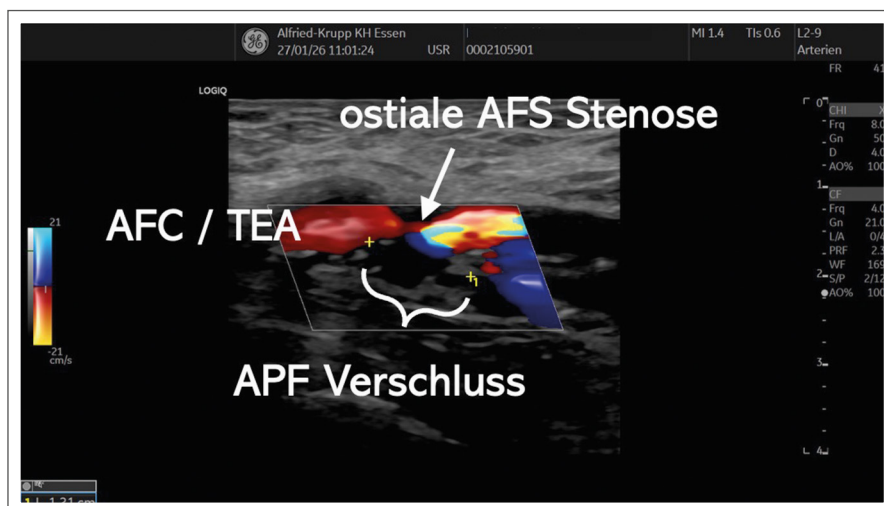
Duplexsonographische Darstellung der Verschlussmorphologie, entsprechend dem MRT-Befund aus Abbildung 1
